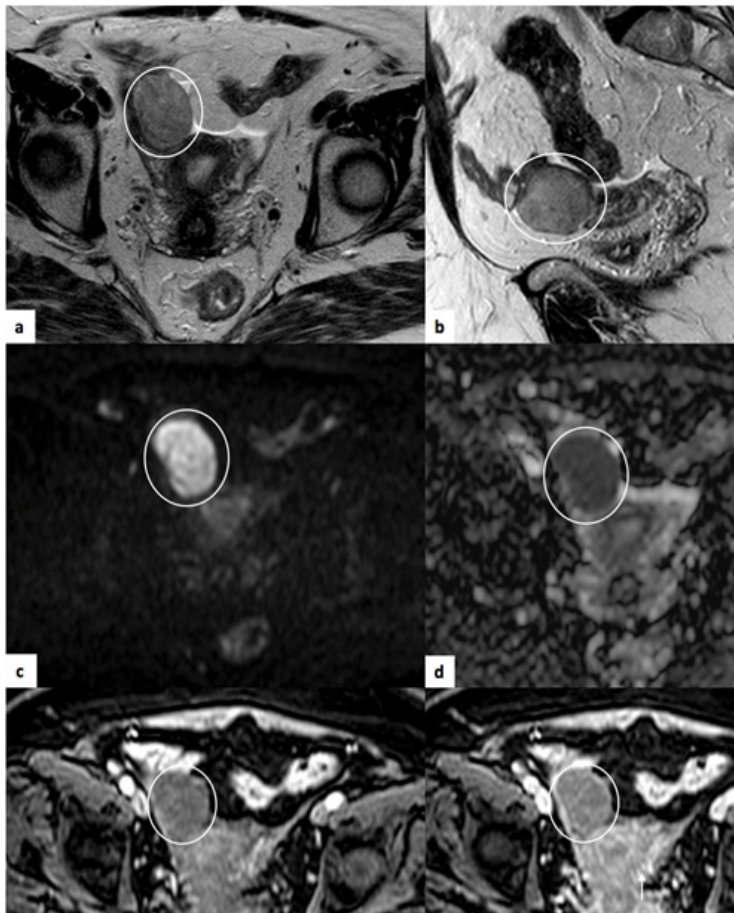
Tecoma do ovário direito. RM pélvica de mulher de 69 anos. (a) e (b) correspondem a seqüências axial e sagital T2, respectivamente, onde é possível observar lesão do ovário direito, com sinal intermédio em T2 (círculo). (c) e (d) traduzem estudo de difusão ($b=1000$) e mapa ADC, respectivamente, verificando-se restrição à difusão. No estudo pós contraste – axial T1 SPAIR (e) e (f) verifica-se realce discreto e tardio desta lesão, inferior ao do miométrio (seta). Embora o sinal T2 seja intermédio, que não corresponde ao aspecto mais típico, o comportamento da lesão no estudo dinâmico favorece a sua natureza fibrosa. O estudo anátomo-patológico revelou tratar-se de tecoma.
